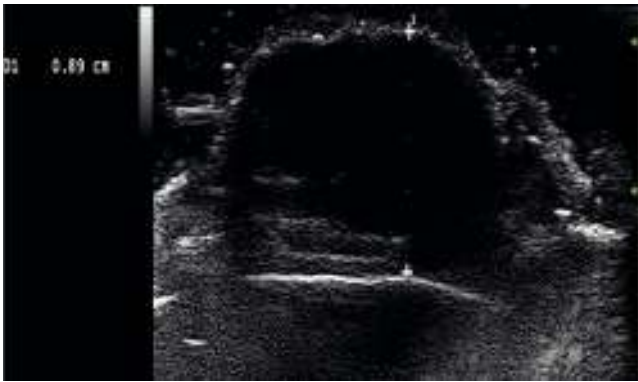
Carcinoma espinocelular. Ecografía en escala de grises que muestra masa hipoeoica homogénea por debajo de la dermis, que parece alcanzar hueso craneal (cortesía de la Dra. López Villaescusa).
